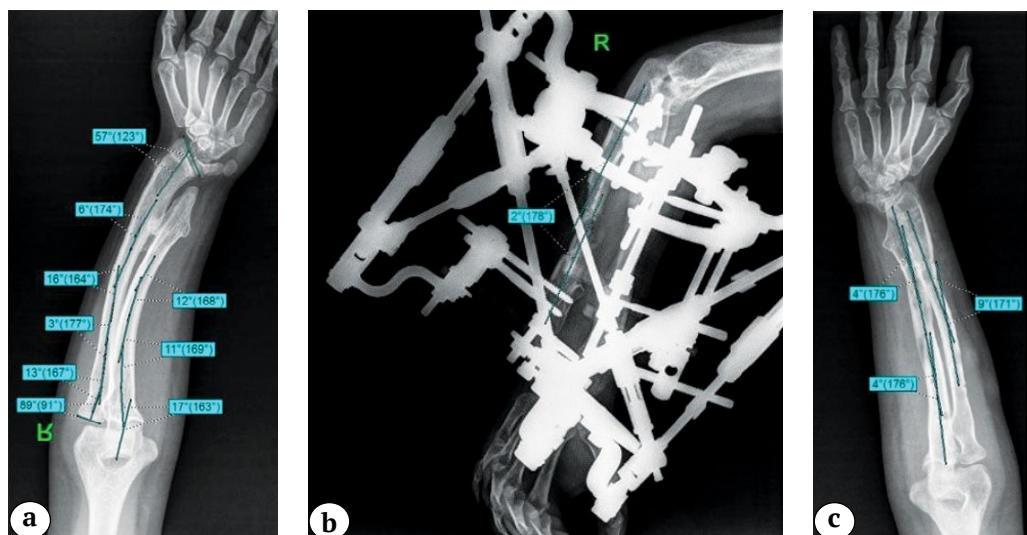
Рентгенограммы правого предплечья:
